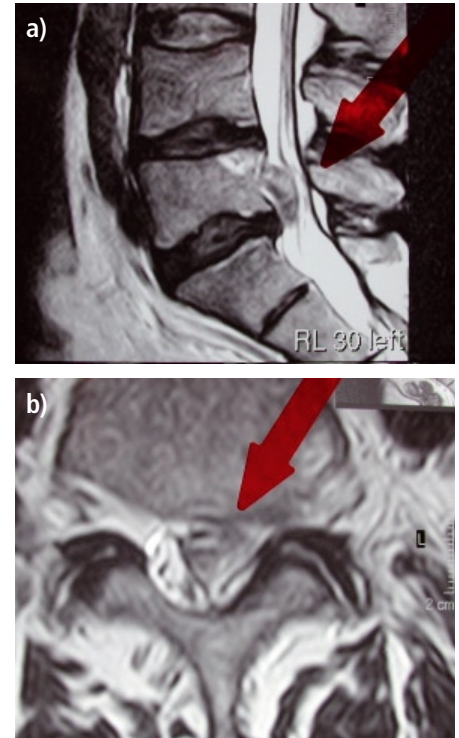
Das präoperative MRT zeigt in sagittaler (3a) und axialer (3b) Bildgebung einen sequestrierten Bandscheibenvorfall.
